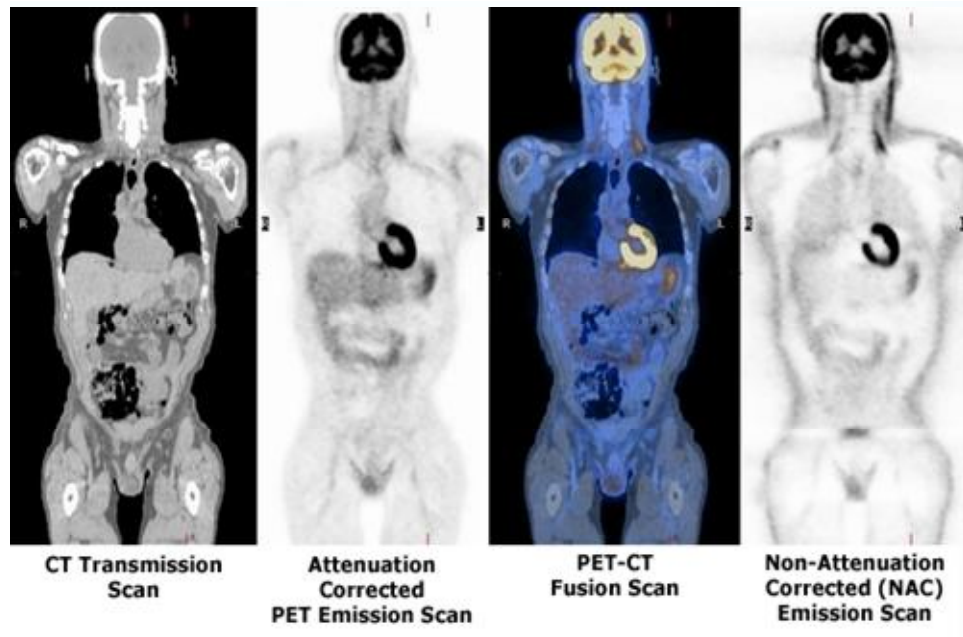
Biodistribution normale du FDG et différentes images « CT » et PET-CT avec et sans correction de l'atténuation.
